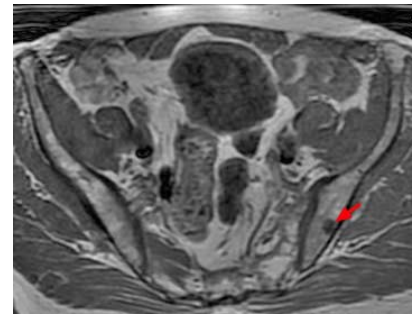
Фрагмент МР-томограммы. Рак предстательной железы. Метастатическое поражение левой подвздошной кости (стрелка).
